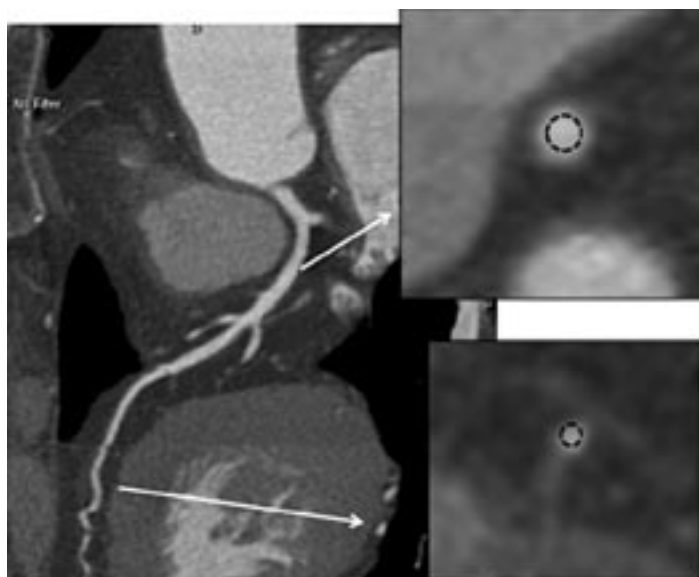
МСКТ-коронарография, МПР КА. Измерение плотности в проксимальном и дистальном сегментах правой коронарной артерии (ПКА).
